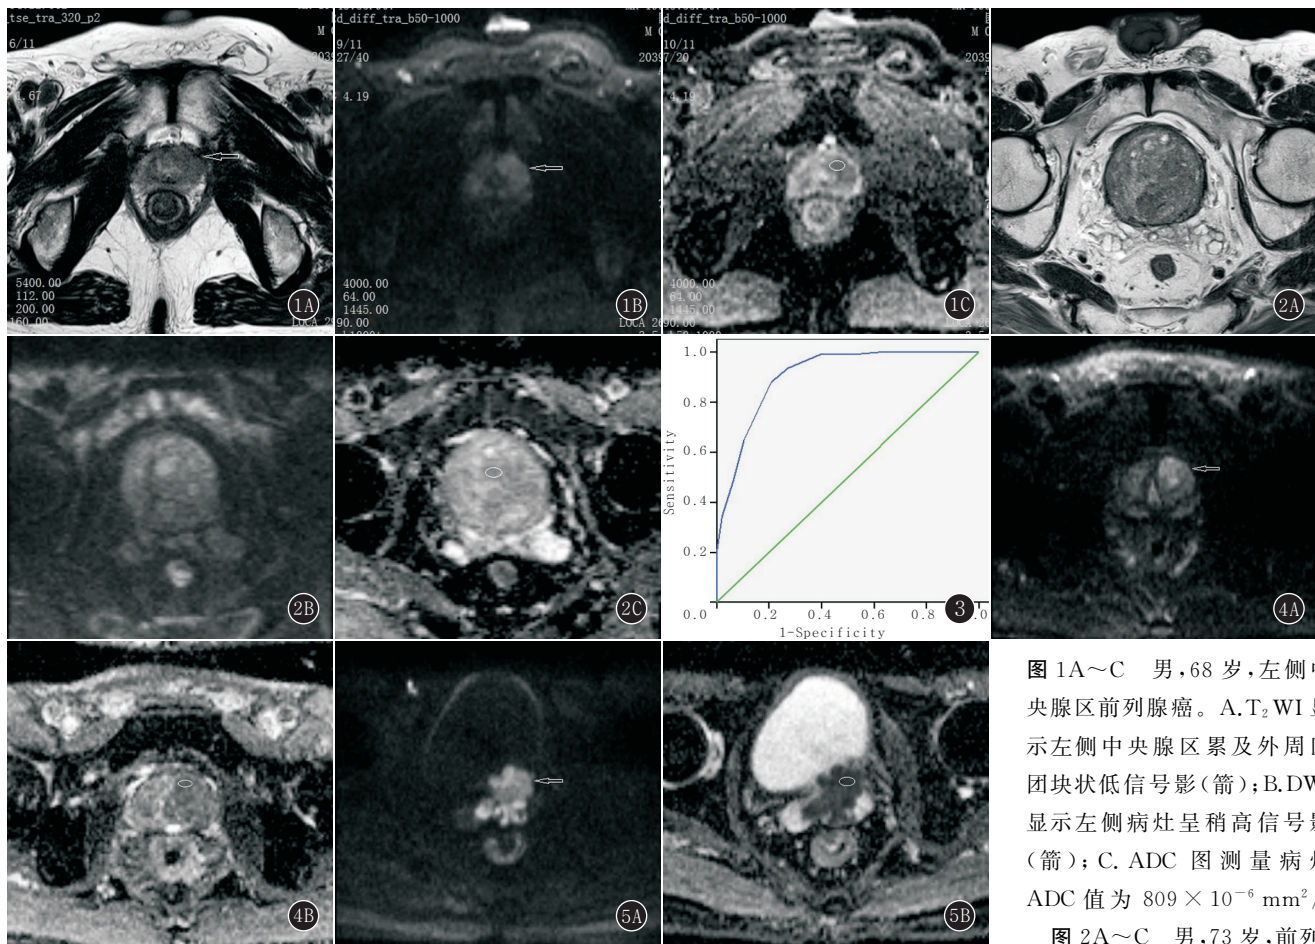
~C 男,68 岁,左侧中央腺区前列腺癌。A.T₂WI 显示左侧中央腺区累及外周区团块状低信号影(箭);B.DWI 显示左侧病灶呈稍高信号影(箭);C.ADC 图测量病灶 ADC 值为 $809 \times 10^{-6} \text{ mm}^2/\text{s}$
